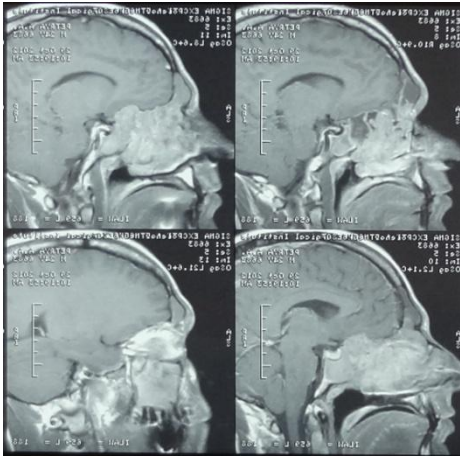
Пациент П., 1988 года рождения. МРТ головы в сагитальной (слева) и коронарной (справа) плоскости до операции
